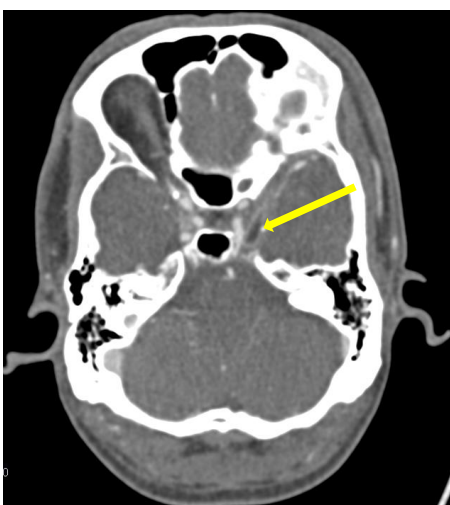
CTA der Hirngefäße, axiale Schicht. Spitze des Holzstäbchens in engem Kontakt mit der linken ACI (gelber Pfeil).
